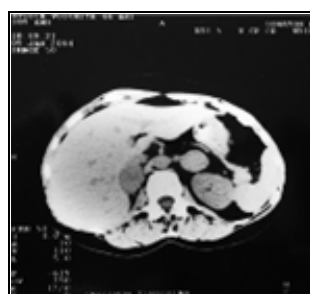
Patiente SV; CT- abdomen: La glande surrenale gauche présente une formation de 3/3 cm, suggestive pour un phéochromocytome
